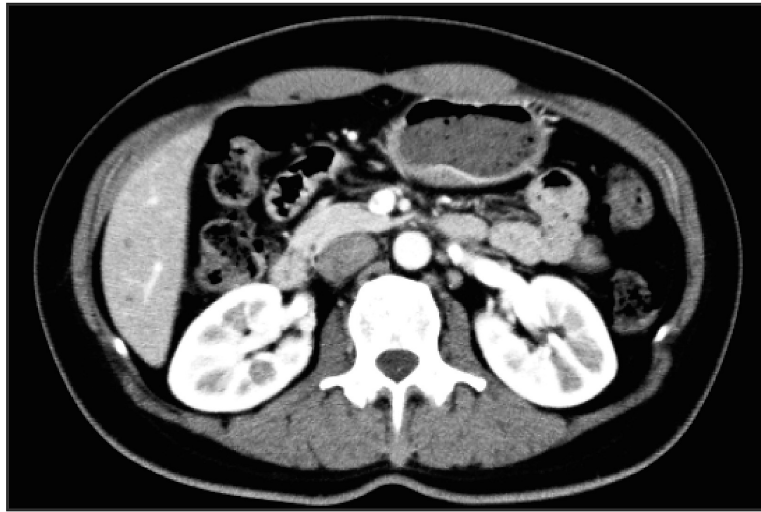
生食後11日の腹部造影CT像. 上部内視鏡で認めた隆起と同部位である胃体下部に限局的な壁肥厚像を認めた.
